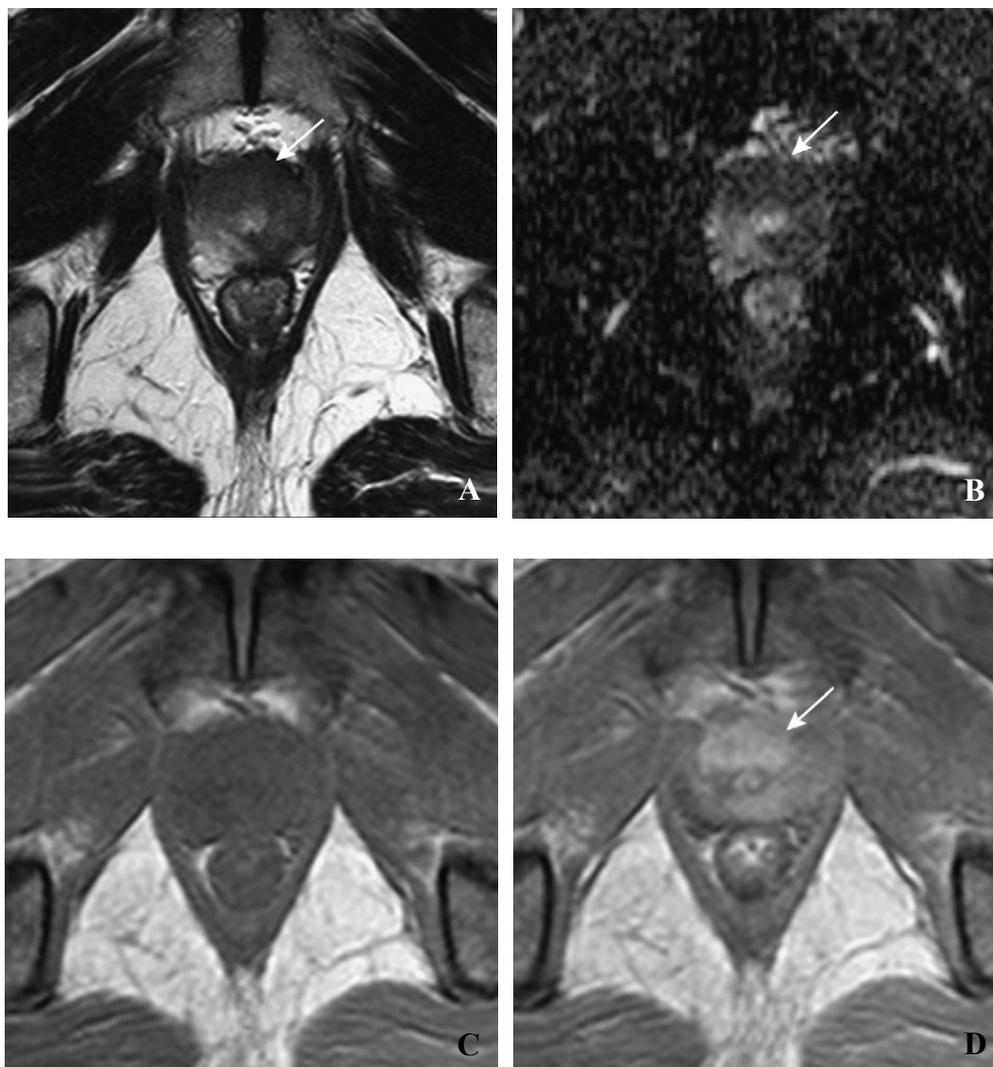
Coupes axiales d'une prostate en imagerie par IRM montrant une lésion suspecte de malignité de la partie antérieure de la glande. La lésion (flèche) se présente sous forme d'un hyposignal homogène en T2 (A), une restriction de la diffusion (B), en hyposignal T1 (C) avec prise de contraste intense et précoce après injection de gadolinium (D).
